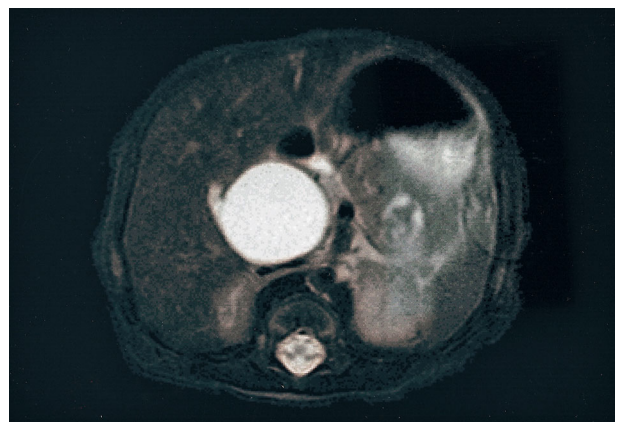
Magnetic resonance cholangiopancreatography which indicates type I choledochal cyst in case 6.
